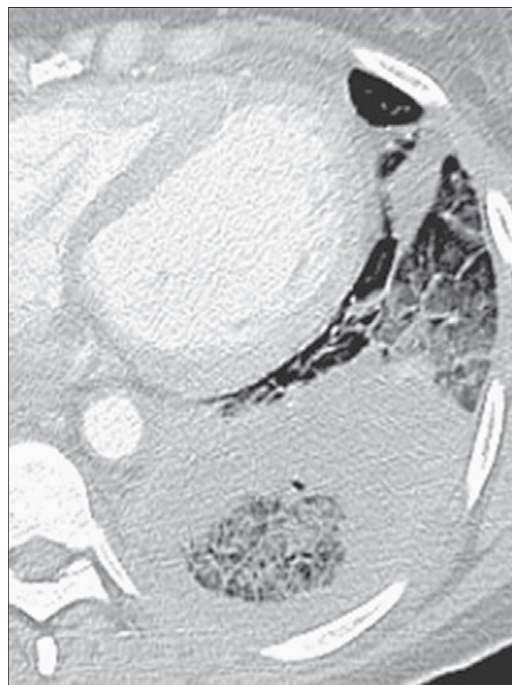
Mulher, 54 anos, com aspergilose pulmonar invasiva. TC da base pulmonar E mostrando o SHI no lobo inferior esquerdo. A espessura da borda externa da consolidação foi de 2,2 cm. Notar que a parede do halo é bastante espessa, e existe aspecto de reticulação no interior da lesão.
